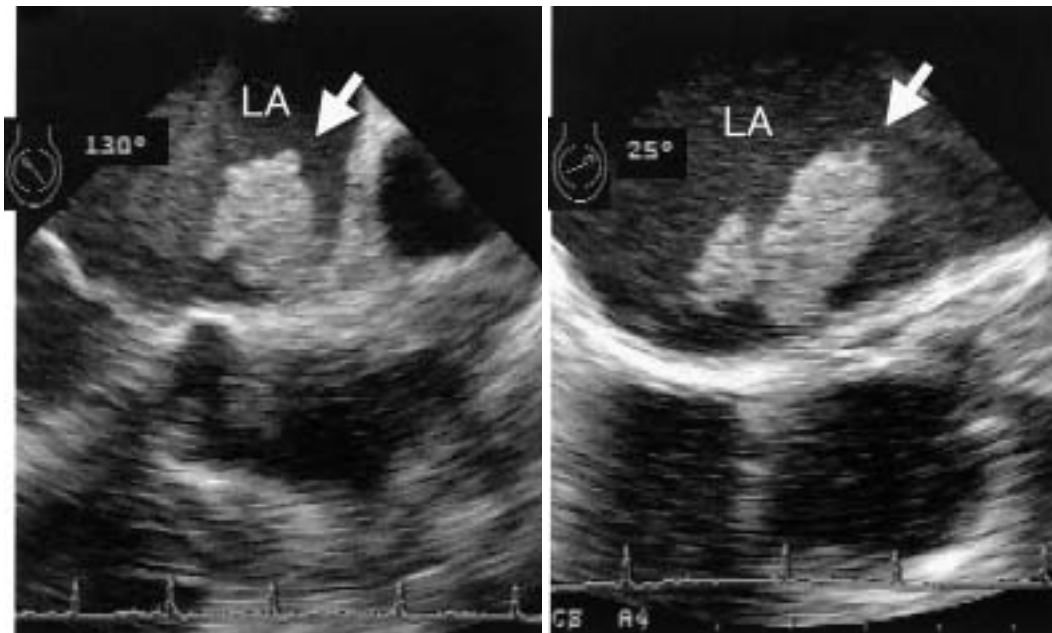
Transesophageal echocardiograms in the long-axis (left) and short-axis (right) views
